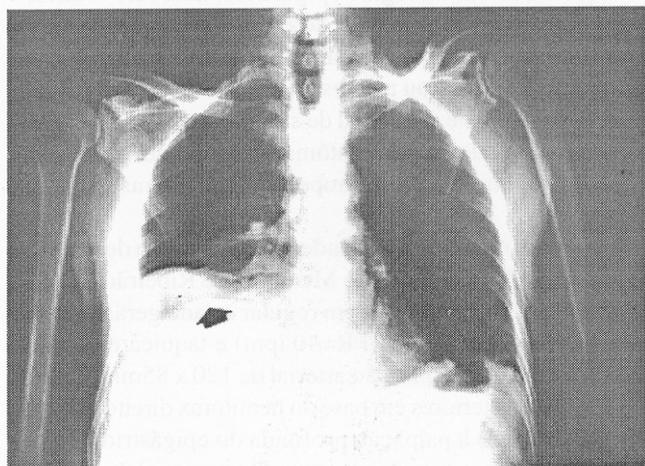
Radiografia simples de tórax (ântero-posterior) com visualização das cúpulas frênicas, notando-se derrame pleural e contrastação da região subfrênica por acúmulo de bário (ver seta)
